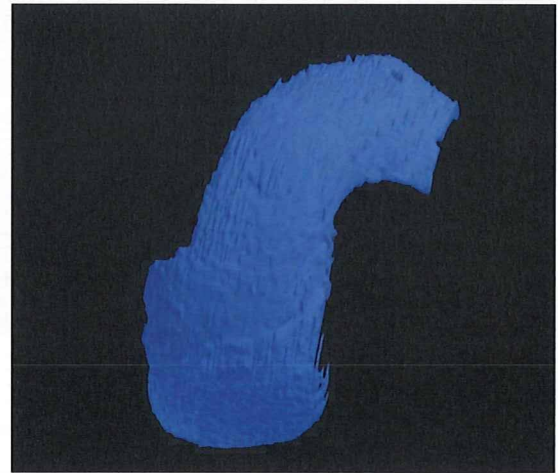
MRI 画像より作成した3次元表面形状モデル
